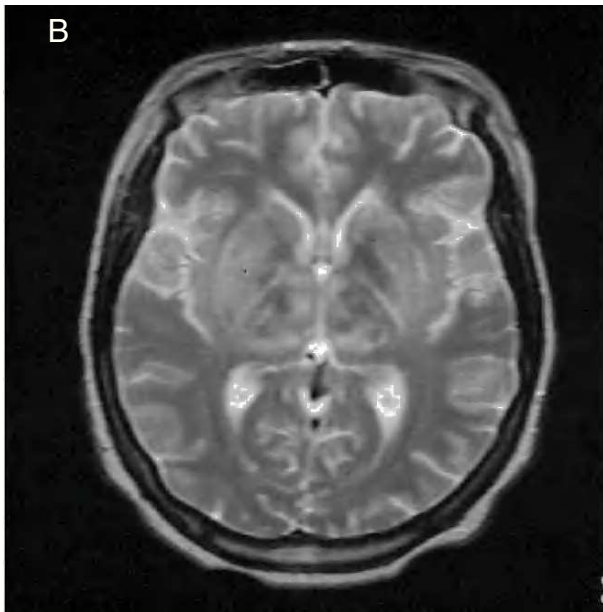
B. La resonancia magnética cerebral axial de seguimiento ponderada en T2 obtenida 9 días más tarde demuestra lesiones hiperintensas con desmielinización en placas en la sustancia blanca subcortical, los ganglios basales y el tálamo.
